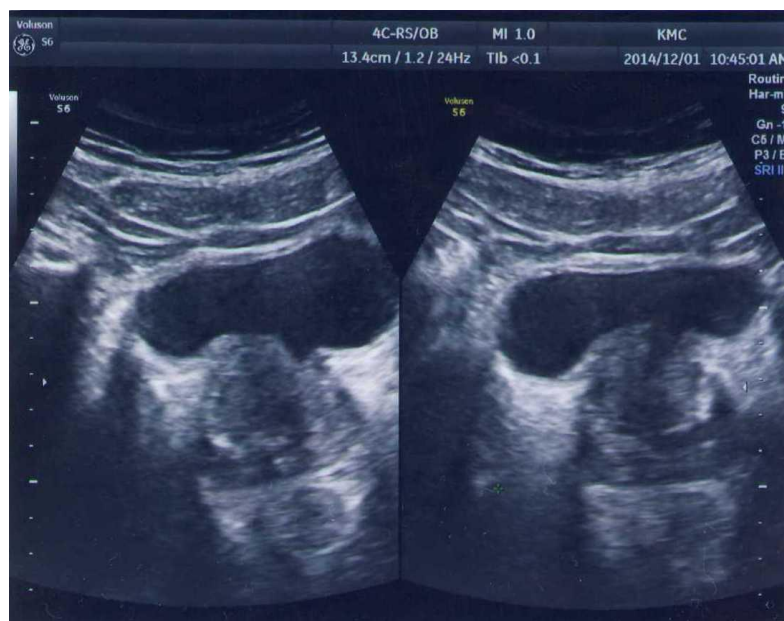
УЗИ-сканограмма больного А.А., 60 лет, при выписке: реликтовых тканей и кальцинатов, теней подозрительных на конкременты не выявлено.
